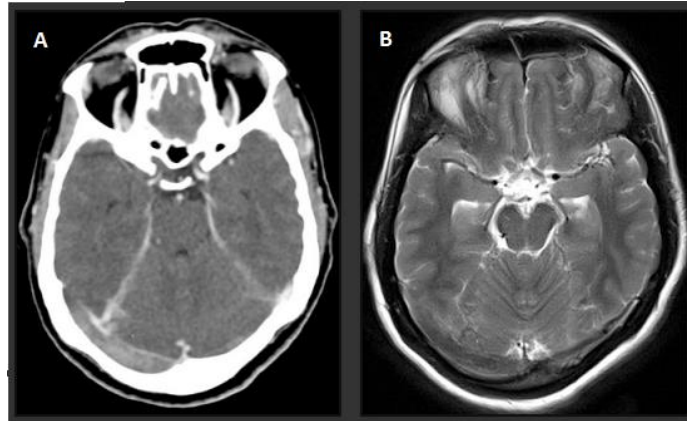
Tomografia em plano axial do seio sagital superior: (A) Sem contraste (B) Com contraste positivo (Scan, Blog. 2011. Trombose Venosa Cerebral. http://bioimagem.blogspot.pt/2011_08_01_archive.html).
